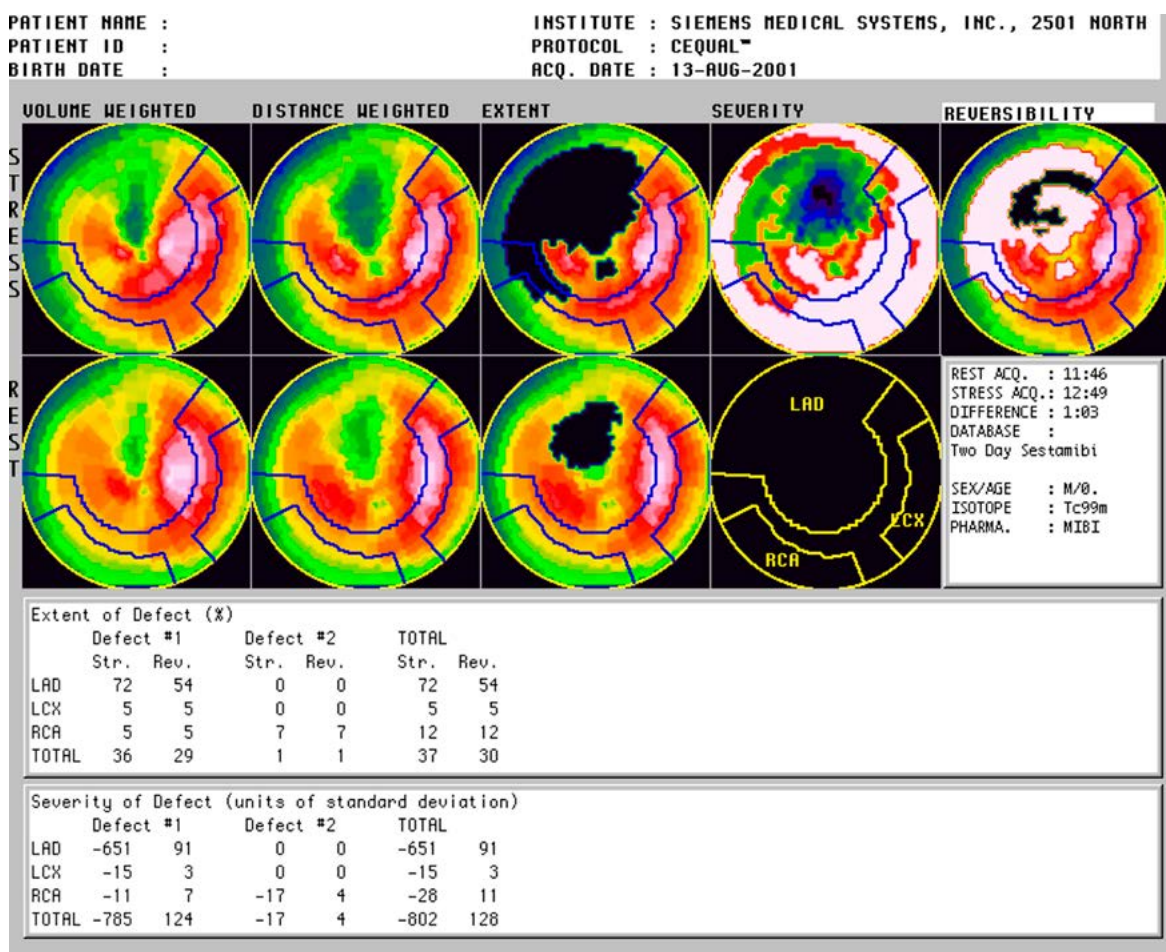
Результаты полуколичественной обработки данных перфузионной ОЭКТ миокарда в программе CEQUAL (1998). До эпохи DICOM, в ОЭКТ-изображениях использовался стандарт NEMA 2.0, а в кардиологических программах обработки не было общепринятых и воспроизводимых параметров
